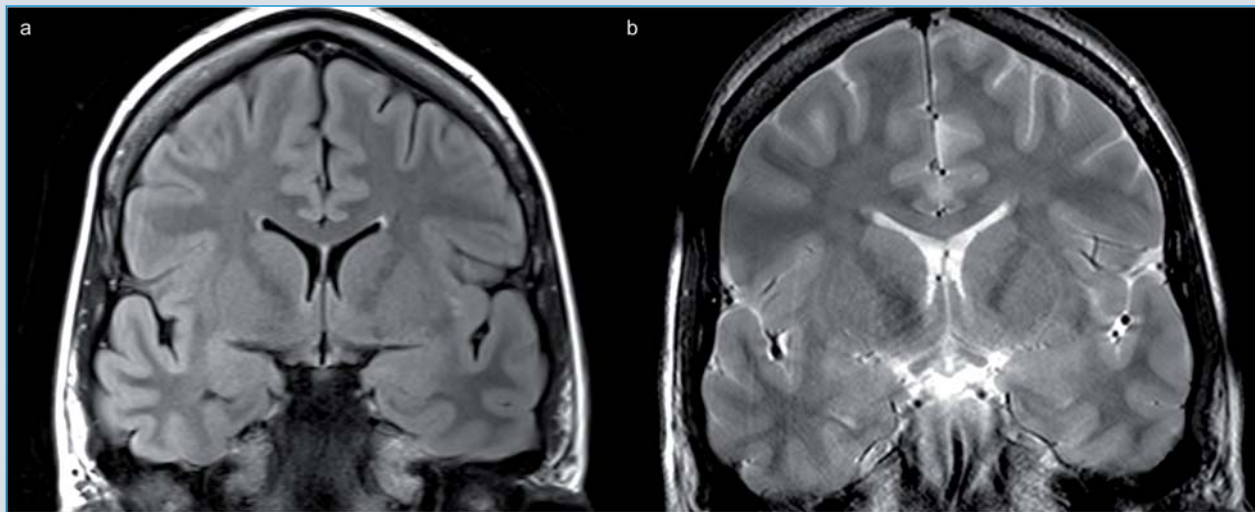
Signalanomalie der linken Insel sowohl in der „Fluid-Attenuated-Inversion-Recovery“-Technik (FLAIR) als auch in der T2-gewichteten Bildgebung bei einer Patientin mit epigastrischen Auren.
